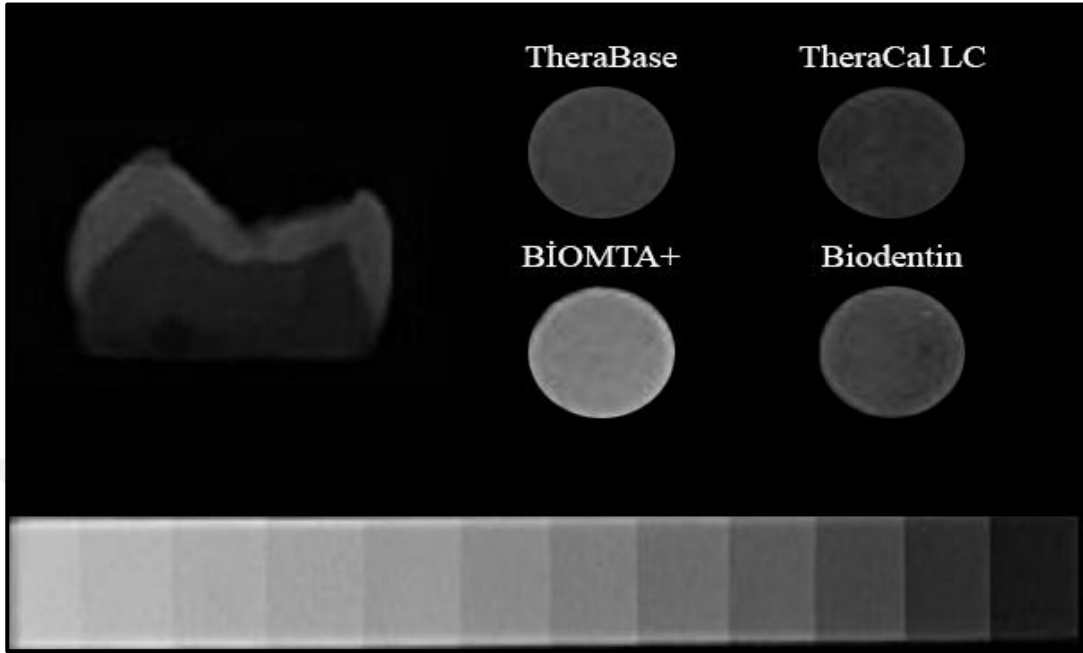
Dental X Işını Cihazı ve Örneklerin Radyografisinin Değerlendirme Aşaması
